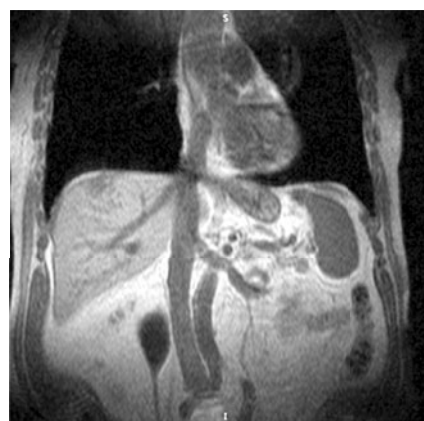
МРТ почек, прямая проекция. Расширение верхней трети мочеточника с воронкообразным сужением на уровне L₄
